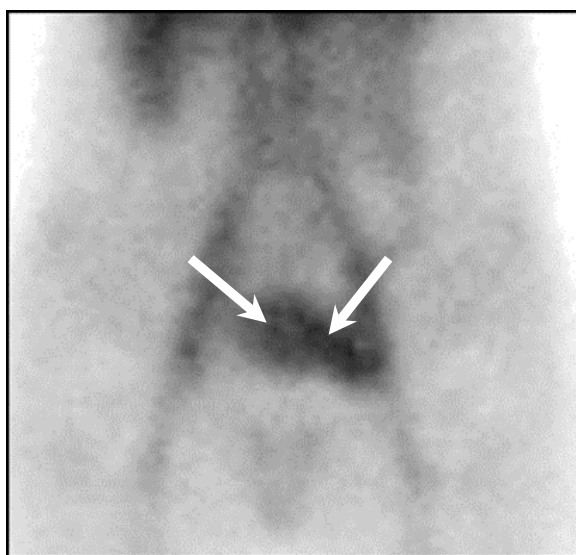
Сцинтиграмма пациентки Б. до начала компрессионного лечения. Значительное депонирование меченых эритроцитов в венах матки и параметрия (указано стрелками). $K_{твп} = 1,56$.
